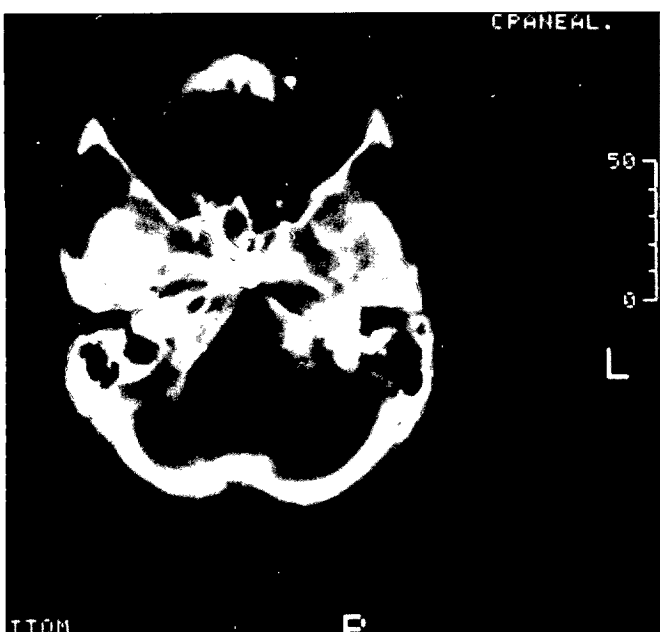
Imagen del TAC con efecto ventana hueso, apreciándose paredes del mucocele y fragmento de bala explosiva, uno de ellos a nivel de seno esfenoidal.
